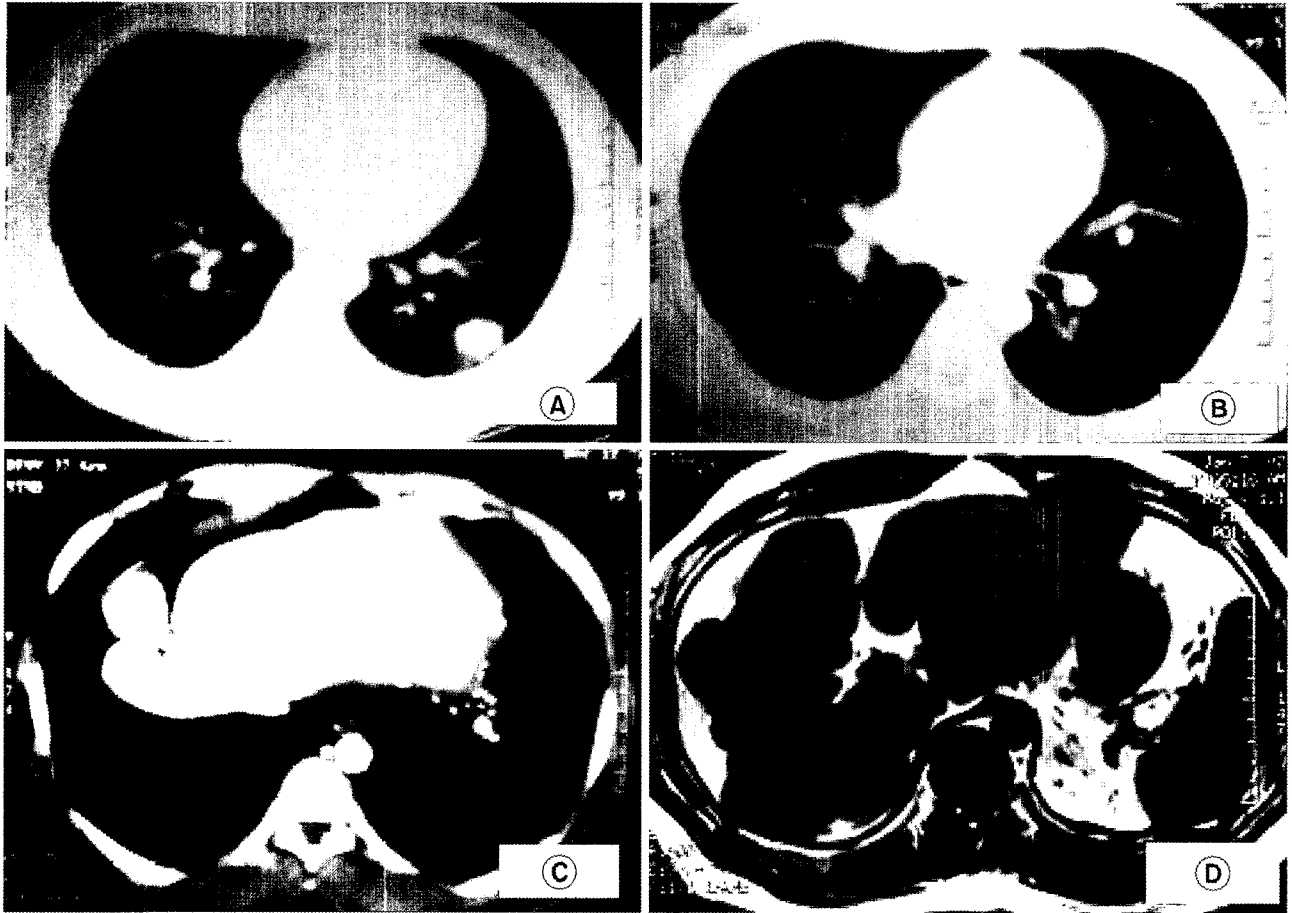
Chest CT scan shows about 2×2.5 cm sized ovoid mass with spiculation in the lower lobe (A), two tiny nodules in the upper lobe (B) of left lung and multiple calcified nodules in the left diaphragm (C). Abdominal MRI (T1 weighted image) shows irregular lobulated surface of atrophied liver with calcification (D).
